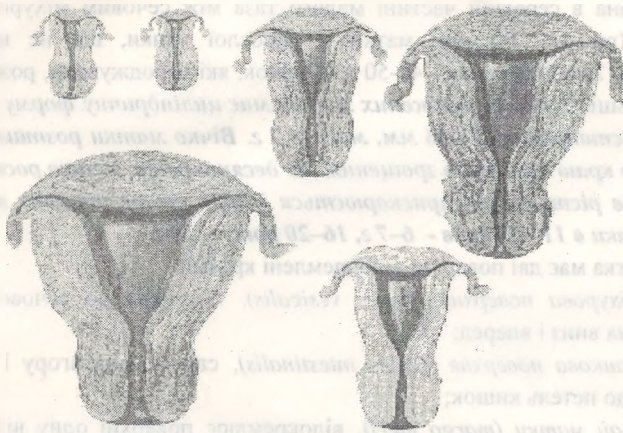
¹⁵. Матка осіб жіночої статі в різні вікові періоди, (від періоду повонародженості до менопаузи).
